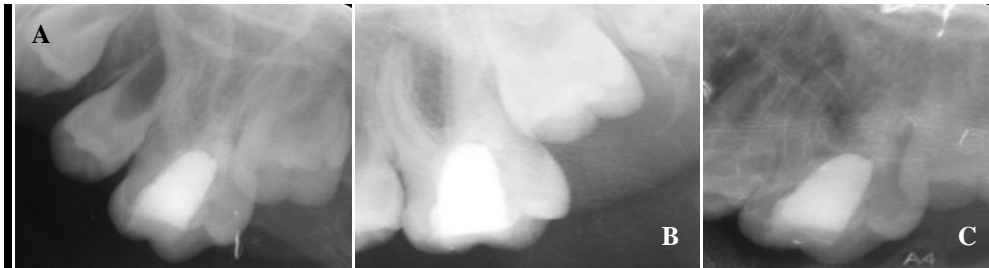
17. Kalsiyum hidroksit grubunda 36 nolu dişin A. 6. Ay B.12. ay C. 18 ay kontrol röntgen
